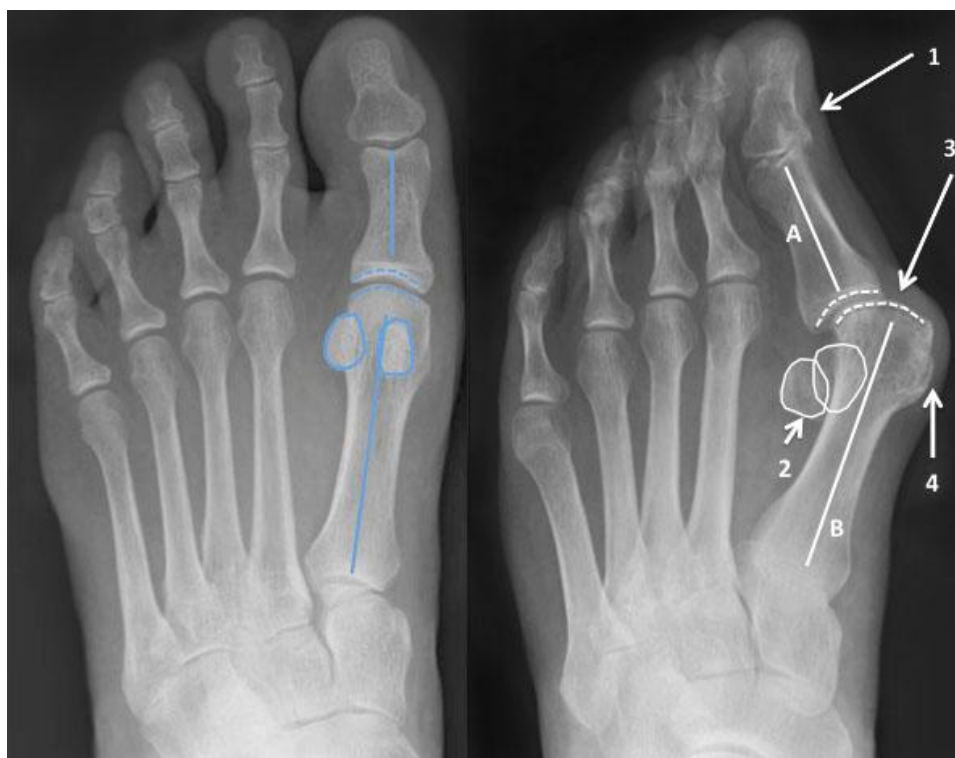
Рентгенограмма стопы в прямой проекции в норме (слева) и при поперечном плоскостопии (справа): 1 – вальгусное отклонение I пальца, 2 – дислокация сесамовидных костей, 3 – подвывих в I ПФС, 4 – экзостоз головки I плюсневой кости
